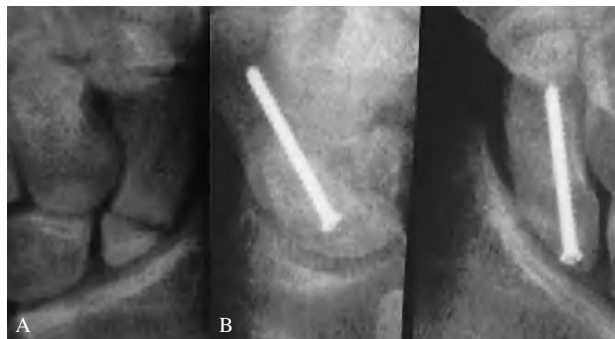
Radiografía preoperatoria (A) y control al año de la osteosíntesis con tornillo de titanio (B).
